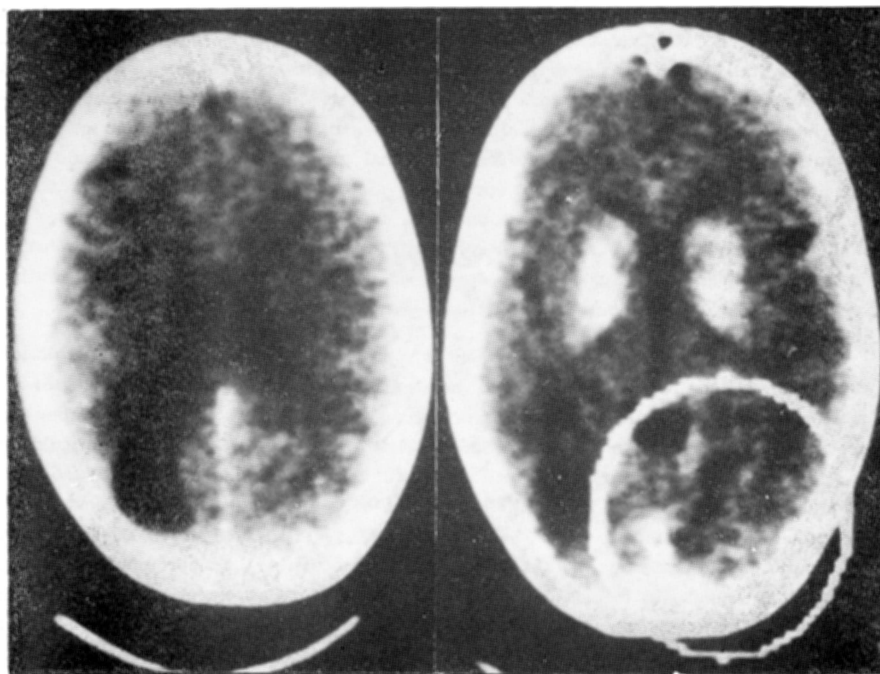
Caso LSJr. Tomografia axial computadorizada revelando extensa calcificação em gânglios da base, dilatação do ventrículo lateral esquerdo e áreas com baixos valores de atenuação na região occipital direita sugestivas de infarto cerebral.
